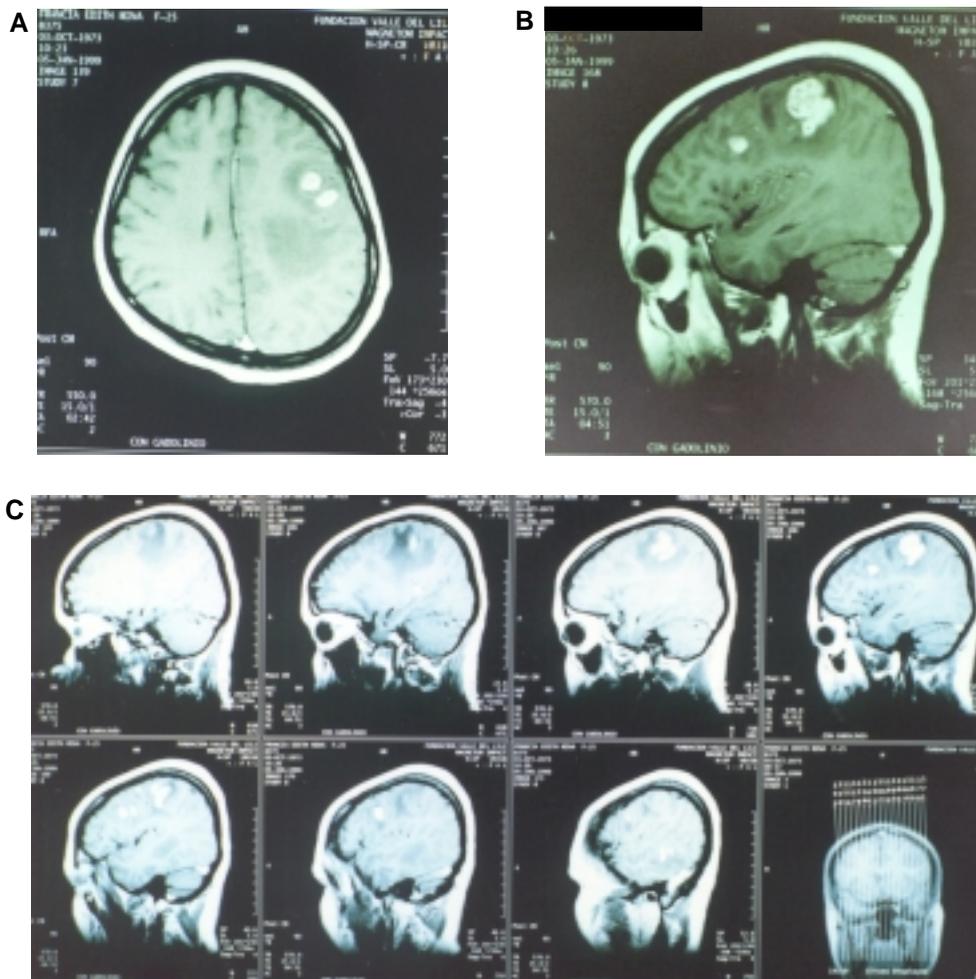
RMN cerebral con Gadolinio. A. Corte axial ponderado en T1 donde se aprecia lesión densa en región parietal izquierda con signos de edema perilesional. B. Corte sagital donde se aprecia la misma lesión descrita en A. C. Secuencia de cortes sagitales ponderados en T1 donde se aprecia aumento de la señal en región parietal izquierda y signos de edema vasogénico.
